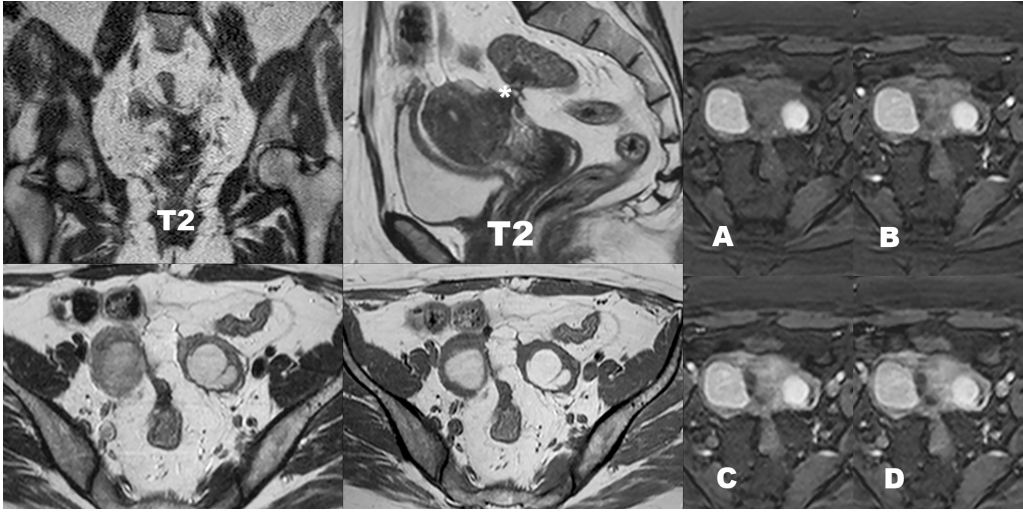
T1A, T2A ve dinamik kontrastlı MRG’de (A-D) uterus posteriorunda endometriyozis, sağda tübüler yapı şeklinde hidrosalpinks (\*) izlenmekte. Kontrastsız yağ baskılı T1A görüntüde (A), hidrosalpinks posterior duvarda milimetrik hiperintens endometriyozis odağı mevcut. MRG, manyetik rezonans görüntüleme.
